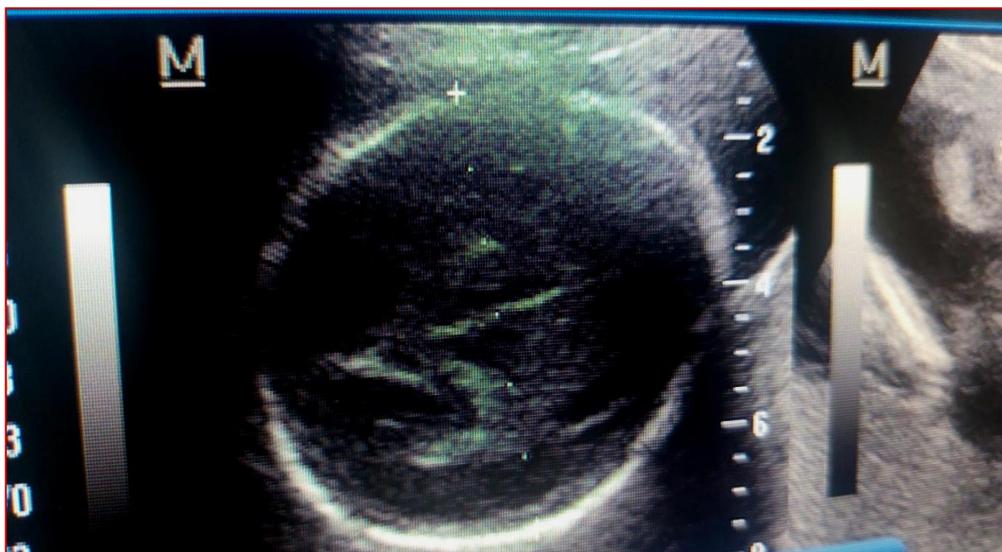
Coupe Échographique de l'utérus contenant un embryon avec une LCC à 31 mm.
